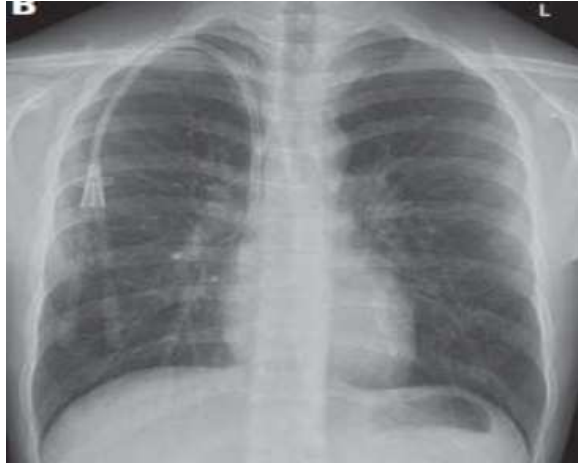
23. Radiografía tras canalizar vía venosa subclavia derecha
